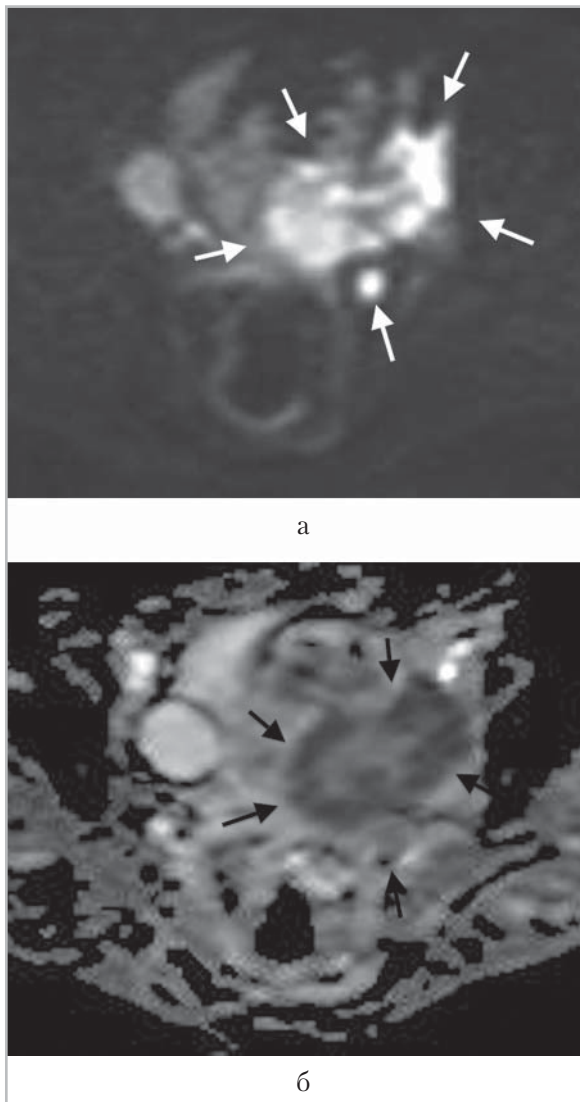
МР-томограммы органов таза у больной после радикальной абдоминальной трахелэктомии (*а* — изотропное изображение *б* — параметрическая диффузионная карта). Стрелками указана рецидивная опухоль, имеющая высокий сигнал на изотропных изображениях и низкий на параметрических картах
